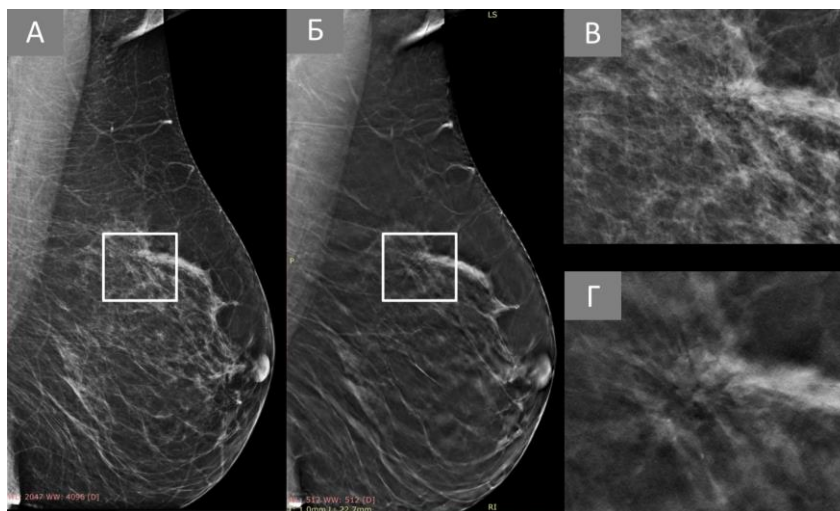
Пацієнтка id: 36279. РГЗ на тлі деформації архітектоніки, що вміщує мікрокальцинати. (А) Цифрова рентгенівська мамографія в лівій косій медіолатеральній проекції (LMLO), на якій деформація архітектоніки впевнено не візуалізується. (Б) Показовий томосинтезований скан, що демонструє деформацію архітектоніки, яка вміщує поодинокі аморфні мікрокальцинати на рівні верхніх квадрантів у лівій косій проекції (LMLO). (В) Збільшене мамографічне зображення ділянки, що корелює з томосинтезованим зображенням деформації архітектоніки. (Г) Збільшене томосинтезоване зображення деформації архітектоніки, що вміщує мікрокальцинати. гістологічно верифікована високодиференційована (G1) інвазивна карцинома неспецифікованого типу (NST) грудної залози (ICD-O код 8500/3).
